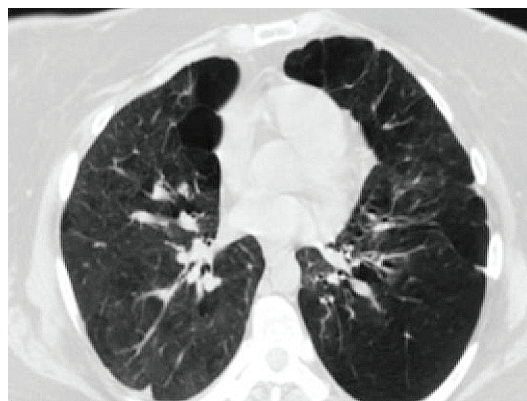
Ребенок А., 4 года, СКТ выполнено через год после тяжелой формы БЛД с исходом в облитерирующий бронхиолит с положительным симптомом «воздушной ловушки»
